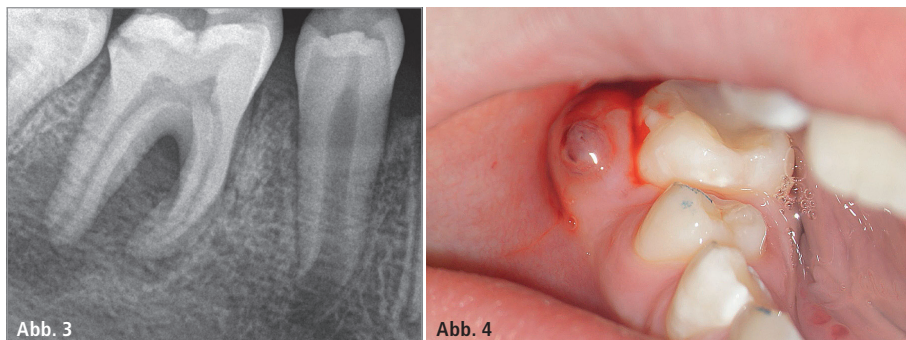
Präoperative Röntgenaufnahme mit großer, in die Furkation ragender periapikaler Parodontitis. – Abb. 4: Klinische Situation von Zahn 46 mit Schwellung der bukkalen Schleimhaut und Fistelöffnung. Nach Sondierung erfolgt eine Blutung und Eiterabfluss.
